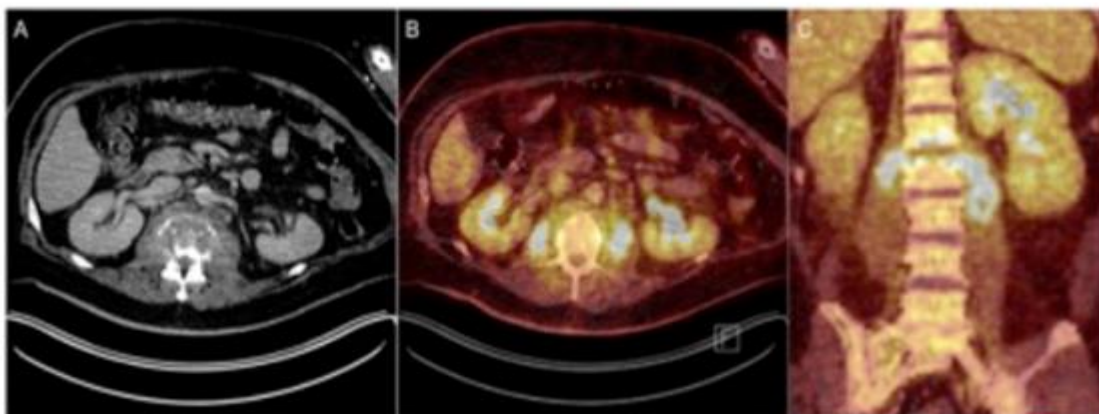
Espondilodisctis. A) TC destrucción de la plataforma vertebral superior L1, cambios inflamatorios del músculo psoas con edema y aumento de volumen. B) y C) técnica de imagen de fusión TEP/TC.
